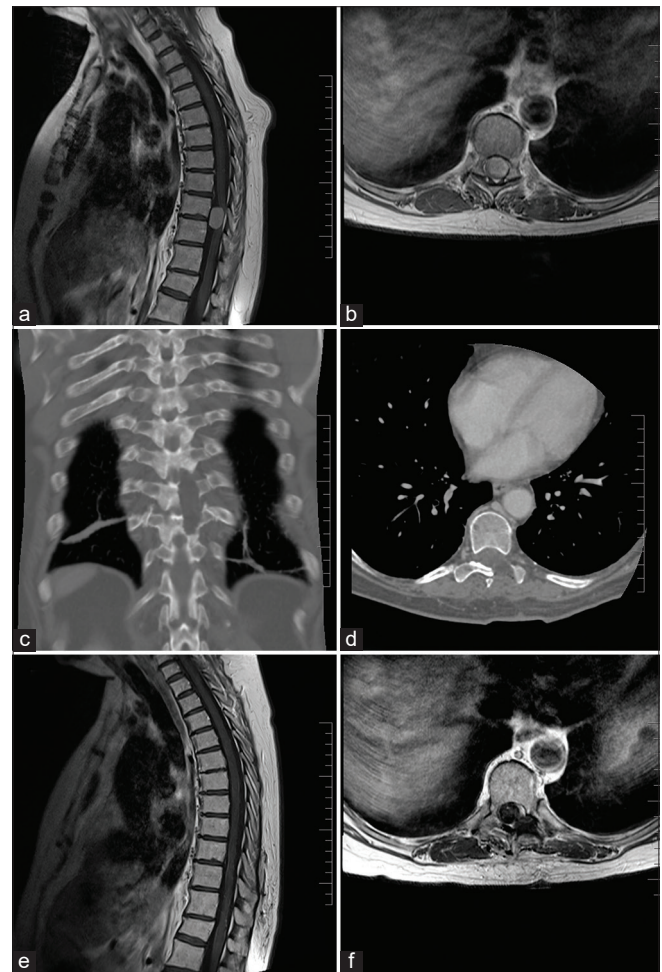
Menioma anterior. (a y b) RMI T1 con contraste muestran lesión T9 de localización anteromedular levemente lateralizada a la derecha. (c y d) TAC postoperatoria evidencian hemilaminectomía izquierda. (e y f) RMI T1 con contraste postoperatoria muestra exéresis completa de la lesión.
